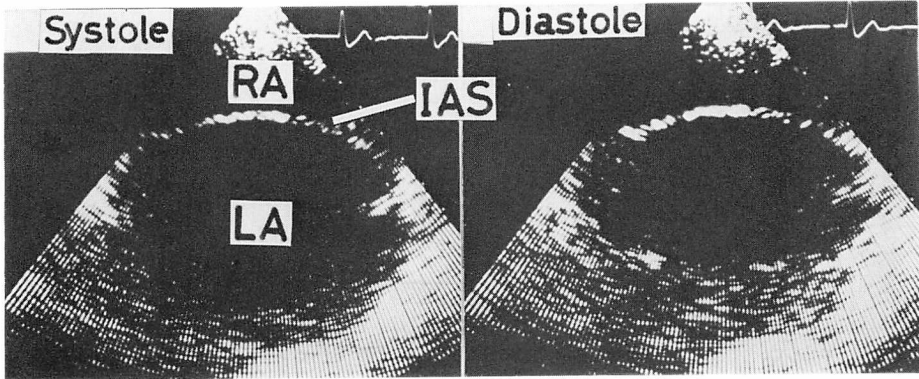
Cross-sectional echocardiograms by ASA direction obtained from the same patient as in Fig. 5.
